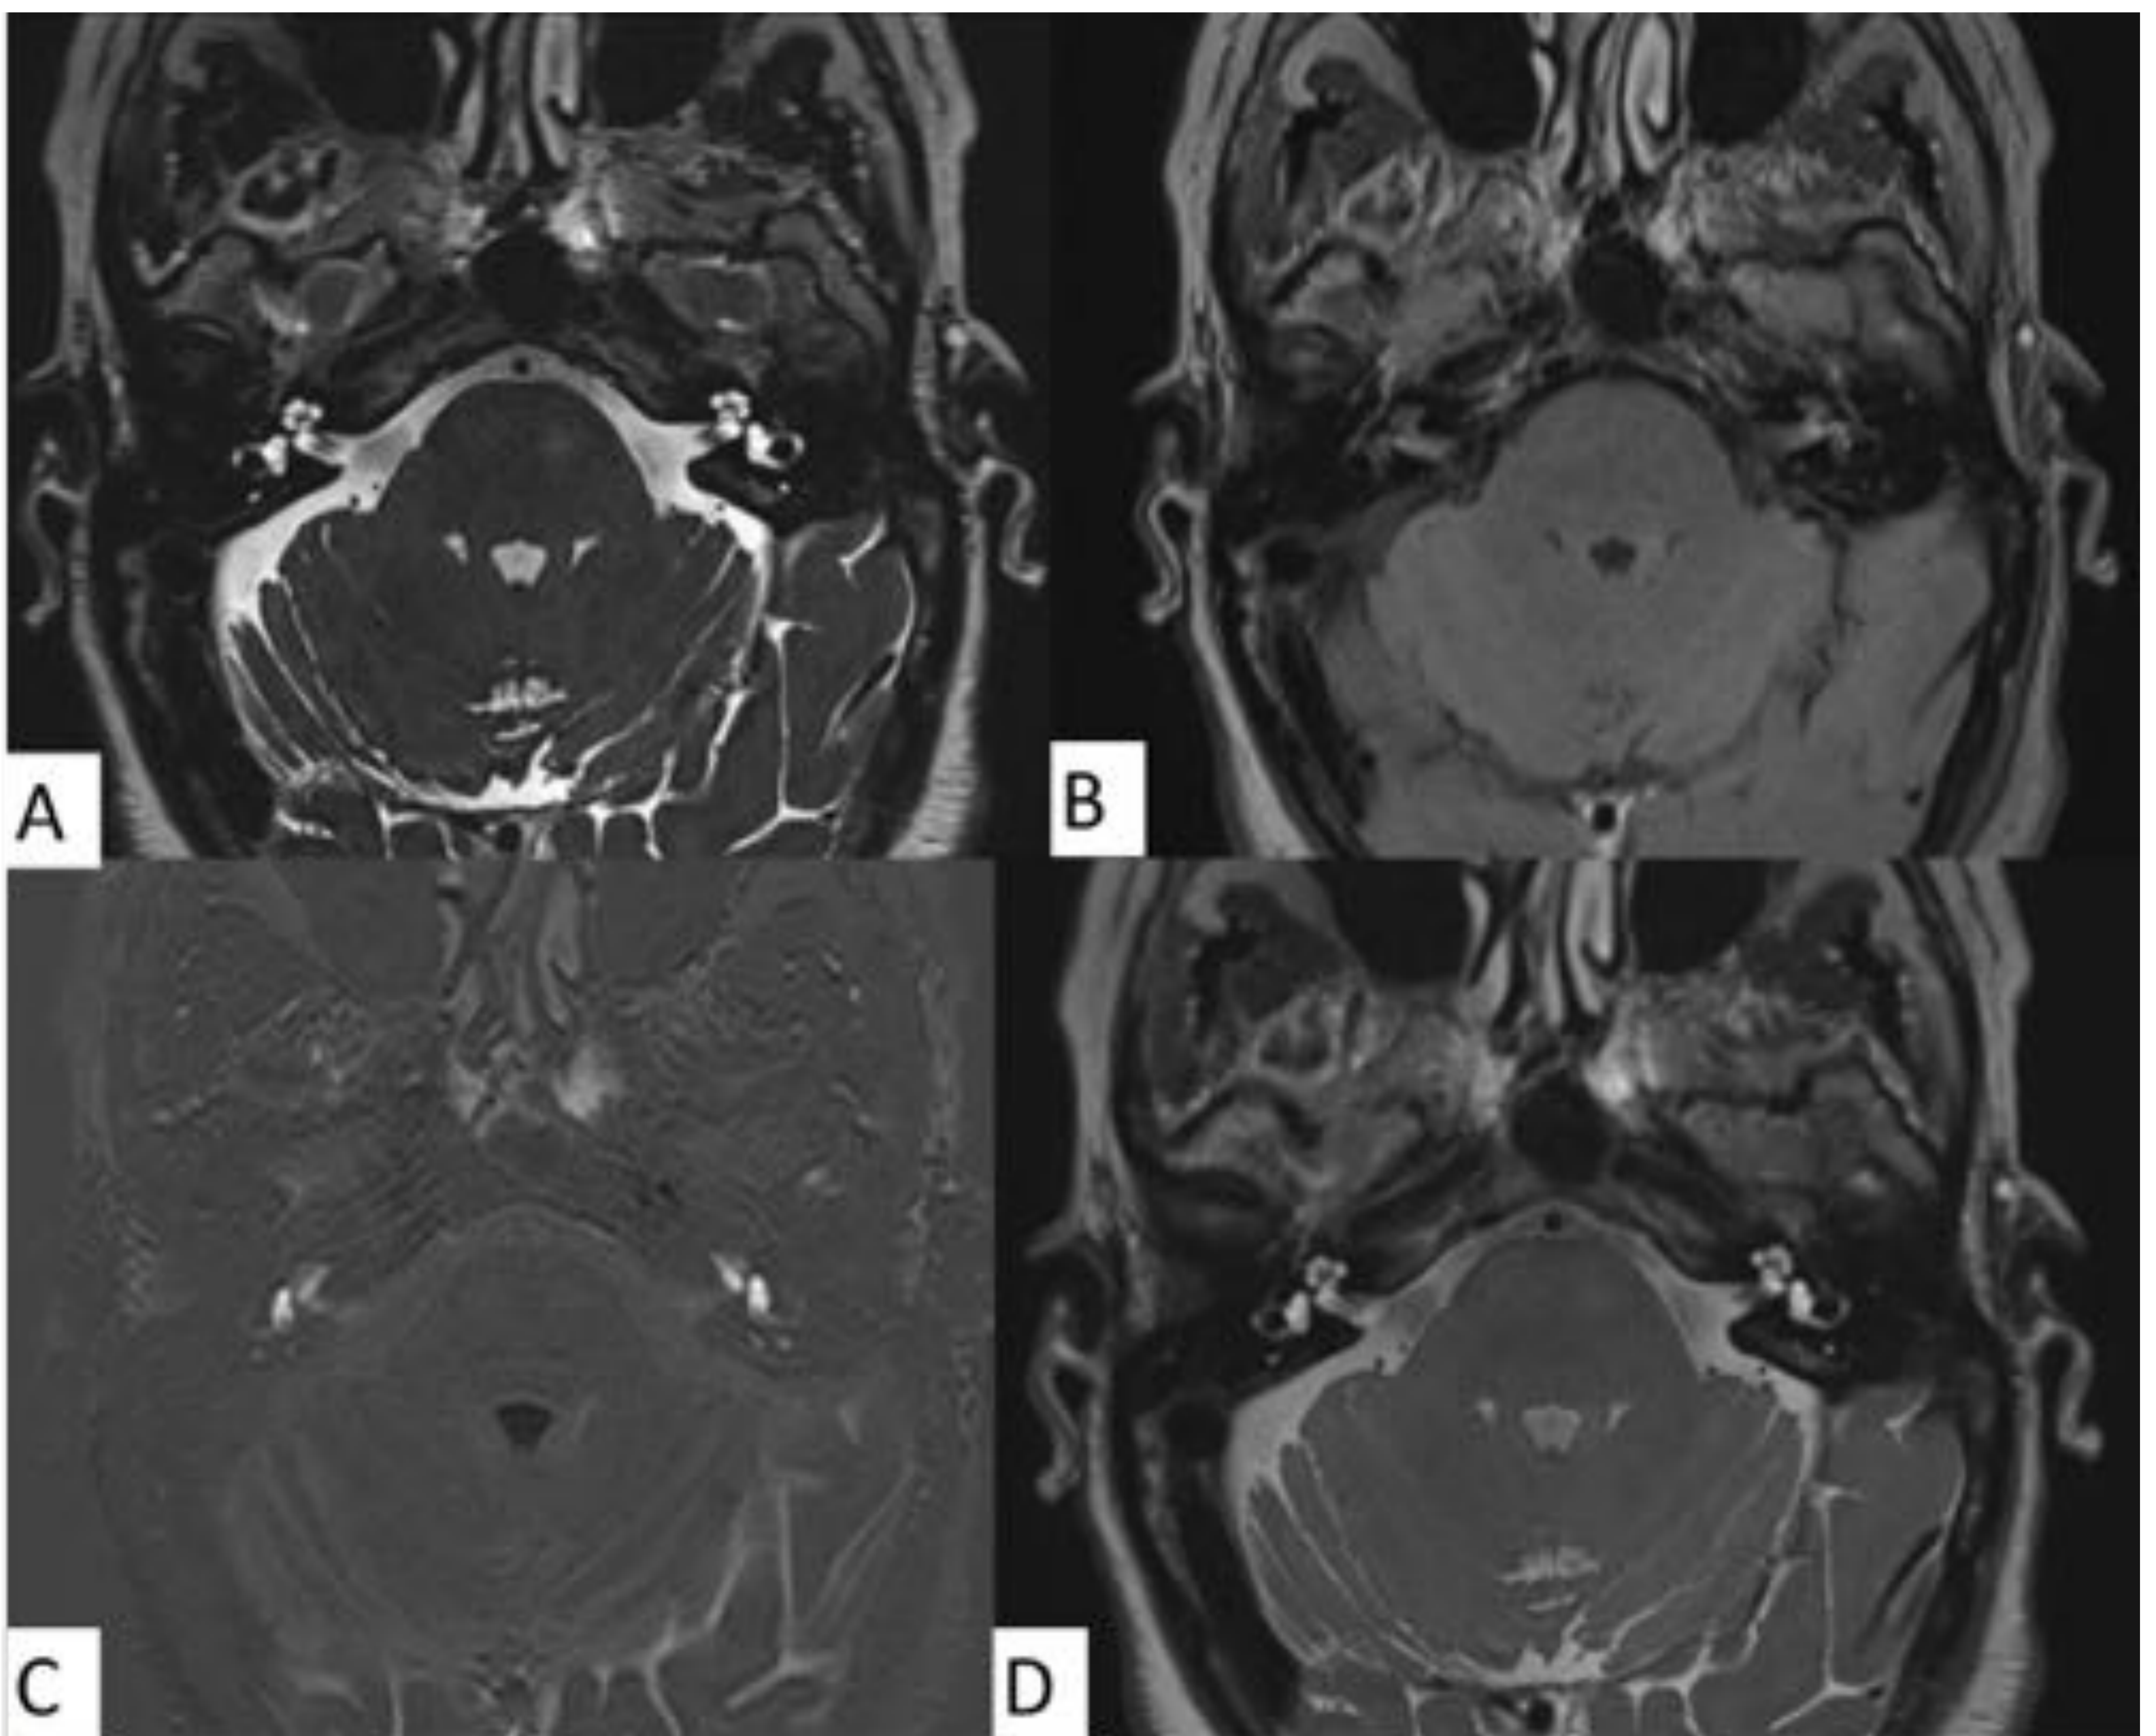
Imágenes de RM de 3T en paciente con sospecha de HE, sin alteraciones radiológicas. (A) T2 SPACE. (B) 3D FLAIR. (C) 3D REAL IR. (4) MPR/MPR T2 SPACE- 3D REAL IR.
